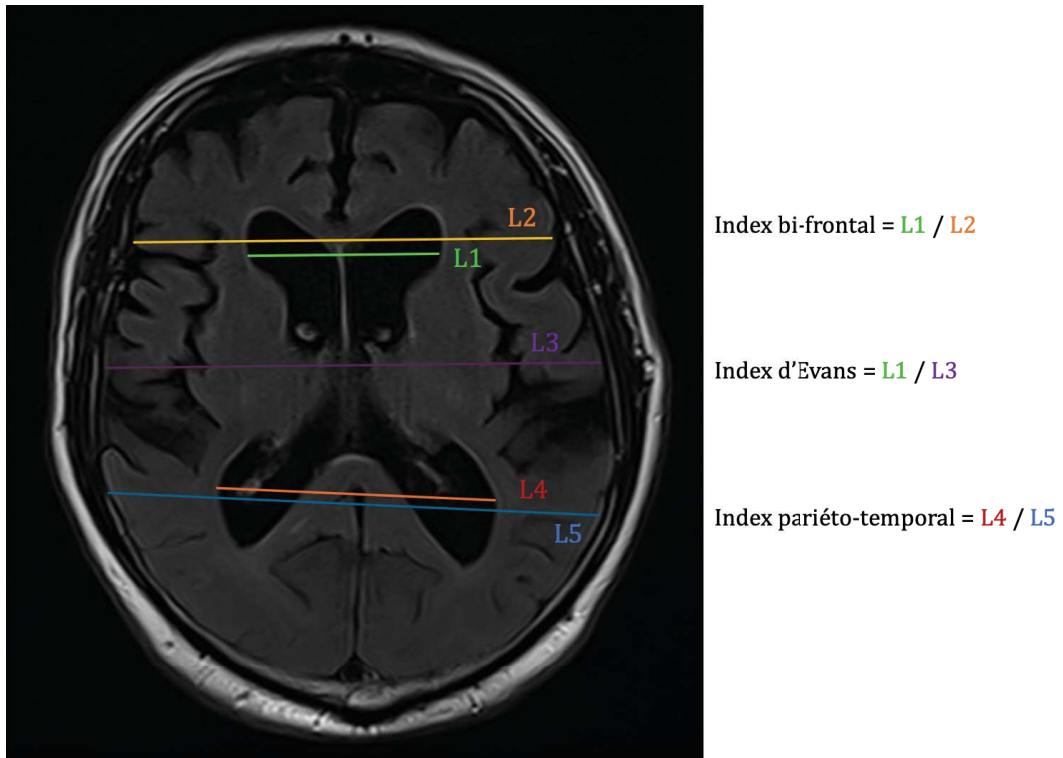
Méthode d'évaluation des index bi-frontal, d'Evans et du carrefour pariéto-temporal, sur une IRM cérébrale, en coupe axiale, en séquence FLAIR
